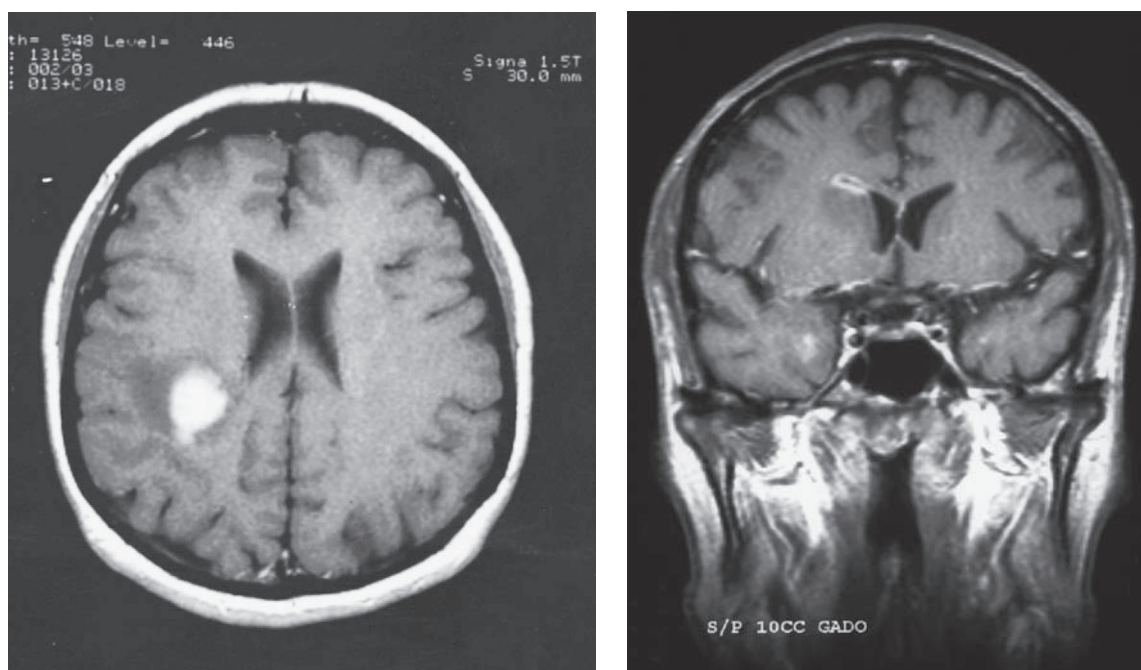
Linfoma cerebral. Estudios de MRI con infusión de gadolinio. *Izquierda:* MRI ponderada T1 de un linfoma nodular cerebral después de la infusión de gadolinio. *Derecha:* otro aspecto típico de una masa periventricular pequeña con realce anular con infiltración sutil de las regiones subependimarias.
